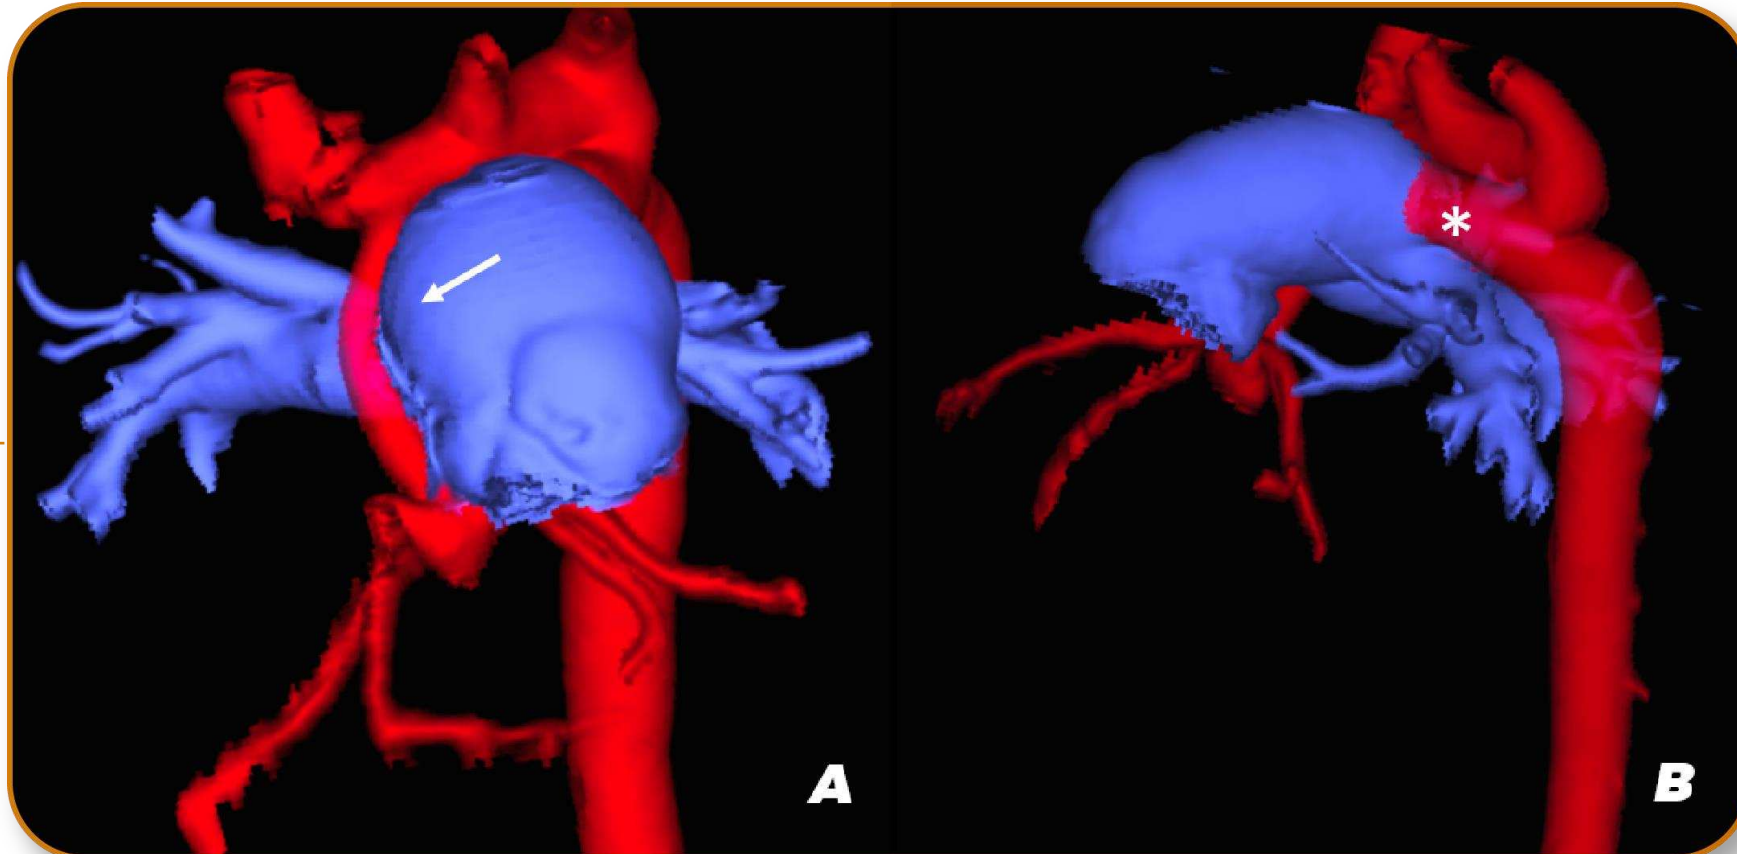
TC cardíaca, reconstrucción 3D (A) y (B). Hipoplasia de la raíz aortica (flecha) en paciente masculino de 1 mes de edad con ductus arterioso persistente tipo C según Krichenko (asterisco).
